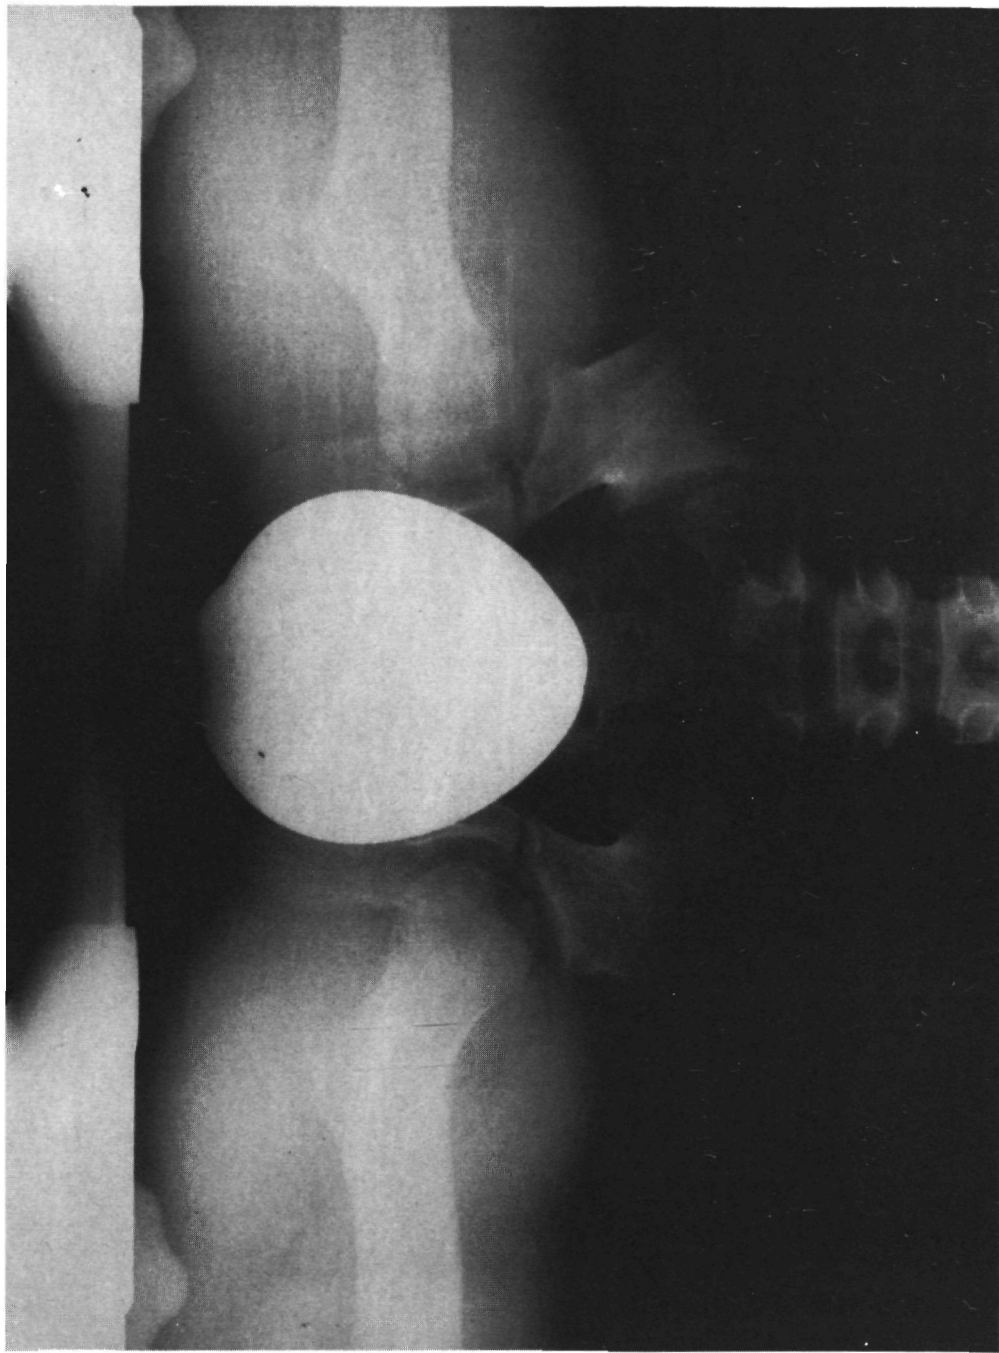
Röntgenfoto van het bekken. De z.g. Anteversieopname.
